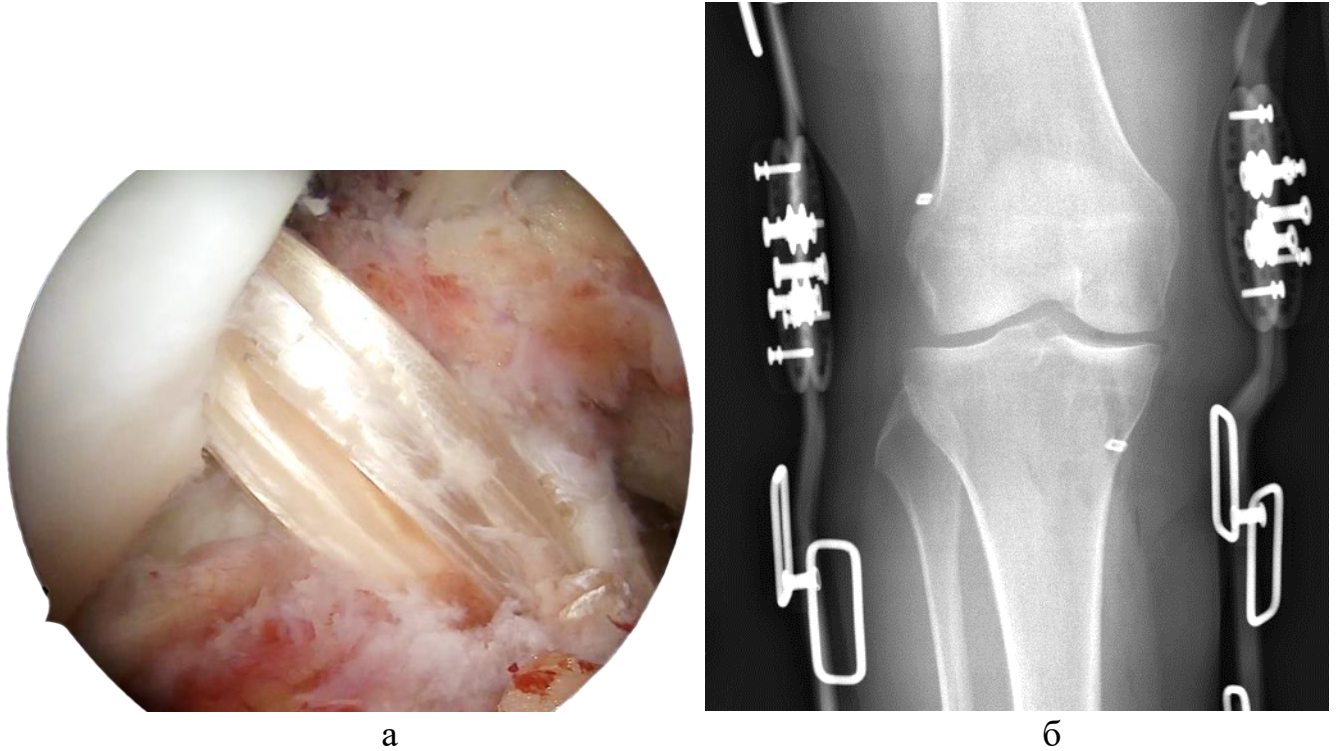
Пациентка С.: а - артроскопическая картина аутотрансплантата ПКС; б - рентгенограмма после операции в ортезе
